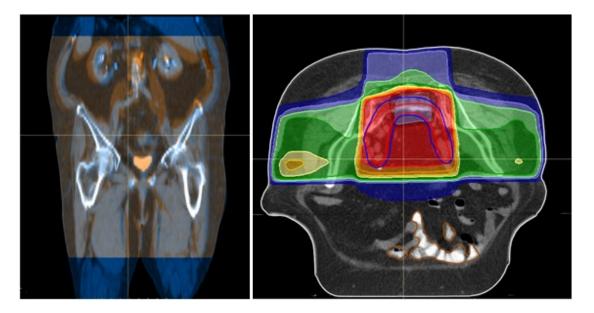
Figura 2. Izquierda. Registro deformable de los CT's de IOERT y externa. Derecha. Contribución total de las dosis de IOERT más radioterapia externa.
